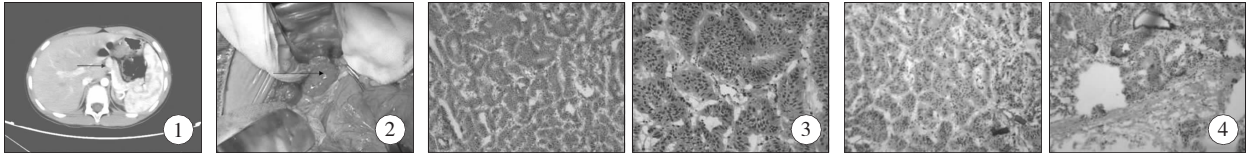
胰岛细胞瘤,增强 CT(箭头所指处); 图 2 胰岛细胞瘤,术中所见(箭头所指处); 图 3 胰岛细胞瘤,快速冰冻; 图 4 胰岛细胞瘤,常规检查,肿瘤细胞呈圆形或多边形,细胞界限模糊,胞浆稀疏较透亮。核圆形或卵圆形,大小较一致,细胞排列成团块状,形成菊形团,或排列成小梁或小带状,旁边紧靠毛细血管作脑回状。
